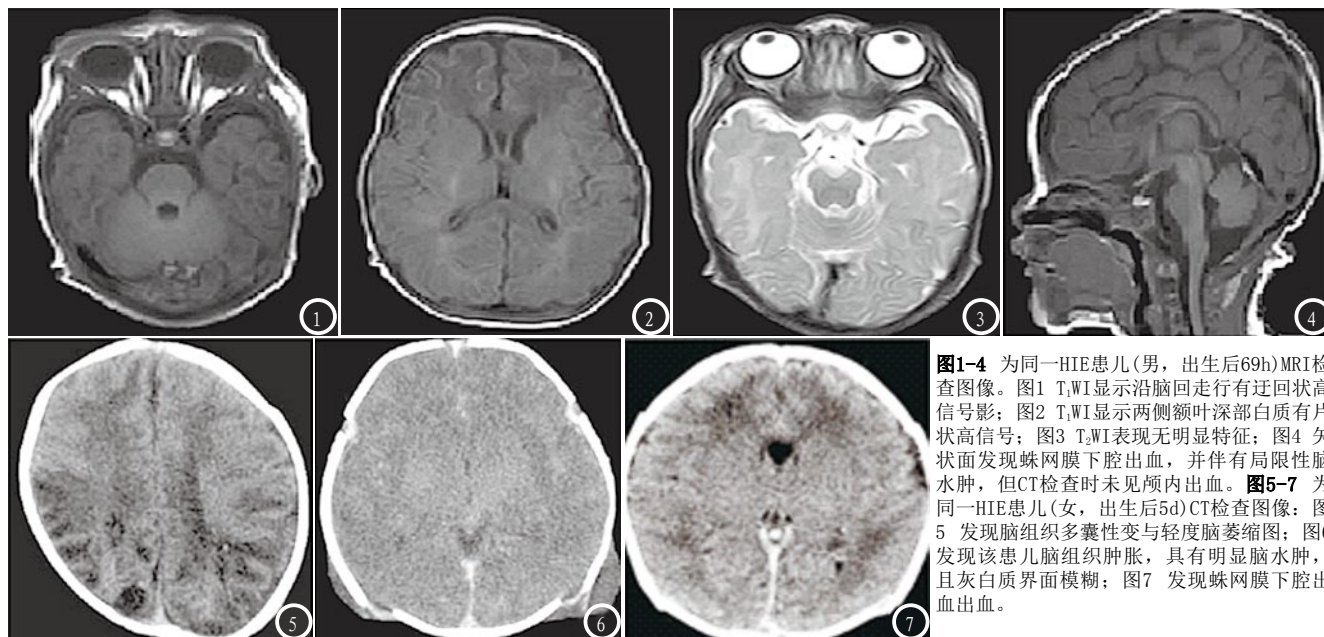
为同一HIE患儿(男, 出生后69h)MRI检查图像。图1 T₁WI显示沿脑回走行有迂回状高信号影; 图2 T₁WI显示两侧额叶深部白质有片状高信号; 图3 T₂WI表现无明显特征; 图4 矢状面发现蛛网膜下腔出血, 并伴有局限性脑水肿, 但CT检查时未见颅内出血。图5-7 为同一HIE患儿(女, 出生后5d)CT检查图像: 图5 发现脑组织多囊性变与轻度脑萎缩; 图6 发现该患儿脑组织肿胀, 具有明显脑水肿, 且灰白质界面模糊; 图7 发现蛛网膜下腔出血出血。
